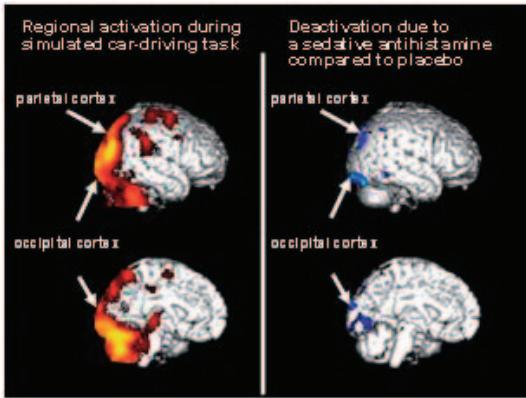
Results of PET analysis demonstrating regional activation during active driving compared to the resting (yellow & red), and regions with diminished activation under the influence of sedative antihistamine (blue).
